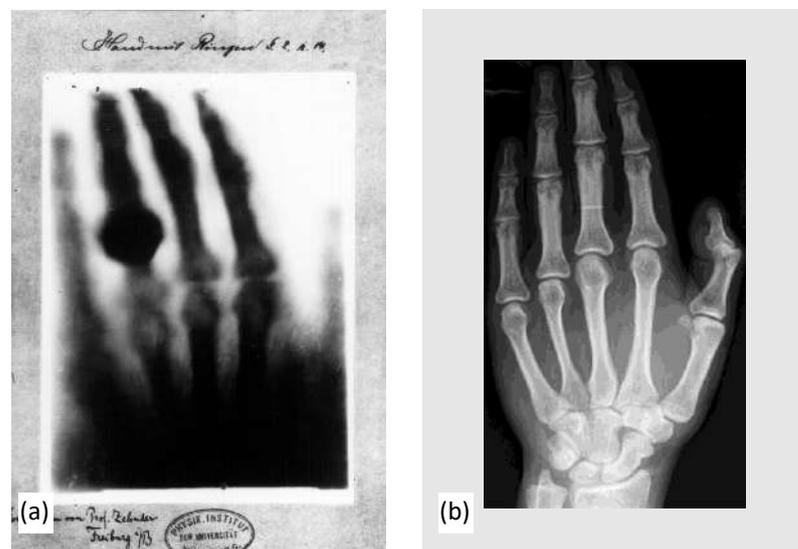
(a) Imagem da radiografia da mão esquerda da esposa de Roentgen, onde pode ser vista a aliança no dedo anelar, primeira radiografia da História, realizada no século XIX. (b) Imagem de uma radiografia atual de mão.
